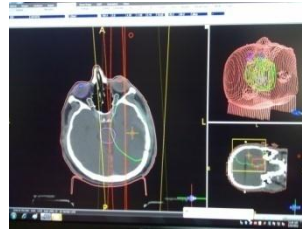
38: Ardışık olmayan BT kesitlerinden hacim oluşturma
